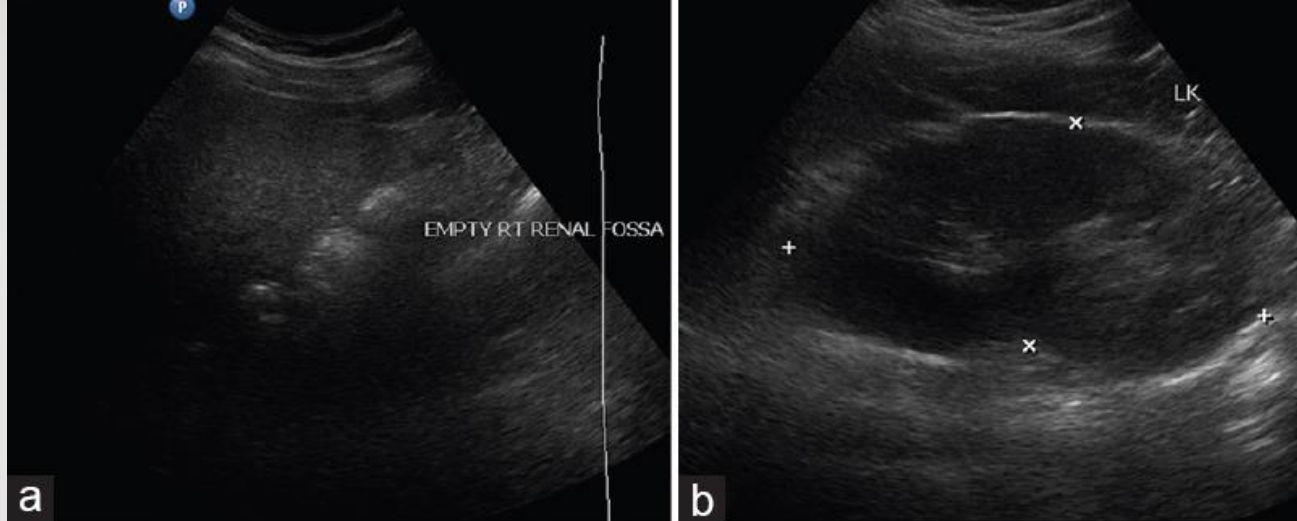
Ultrasound Abdomen Images Show Absent Right Kidney With Empty Right Renal Fossa (a), and Normal Left Kidney (b)
